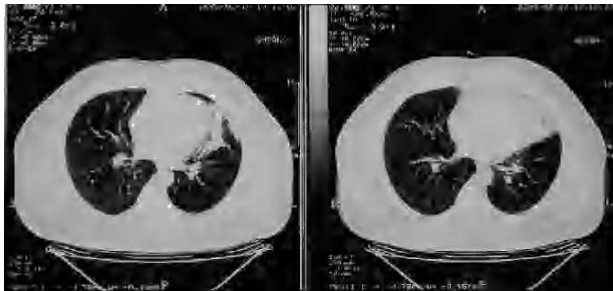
Tomografía computarizada torácica que muestra imágenes compatibles con bronquiectasias en el lóbulo superior izquierdo y en la lingula, con pérdida de volumen.
